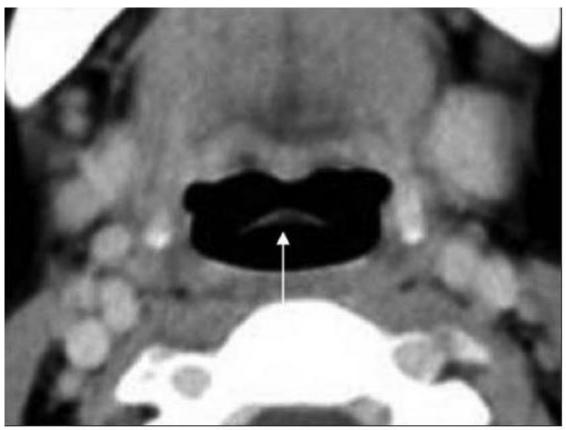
Normal anatomy of larynx on axial contrast CT images supraglottis. Axial contrast CT image shows the tip of the epiglottis in the midline (thin arrow)
